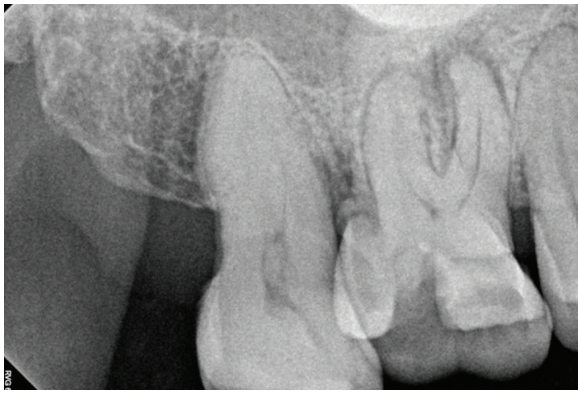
Preoperative and broken-instrument showing radiograph of right maxillary first molar.
